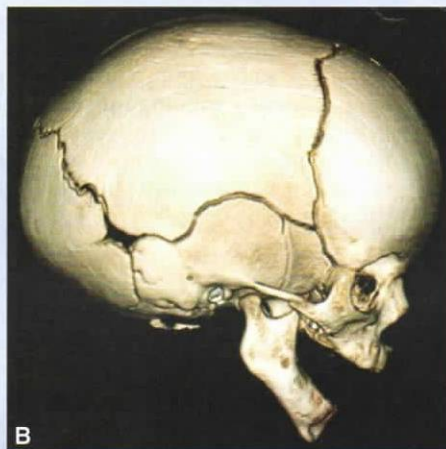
Craneosinostosis que afectan la sutura sagital. A. Niño con escafocefalia causada por el cierre precoz de la sutura sagital. Obsérvese la forma larga y estrecha de la cabeza, con regiones frontal y occipital prominentes. B, C. Tomografías computarizadas (TC) del cráneo que muestran la forma larga y estrecha de la cabeza, con abultamiento de las regiones frontal y occipital, B. por cierre prematuro de la sutura sagital C.
